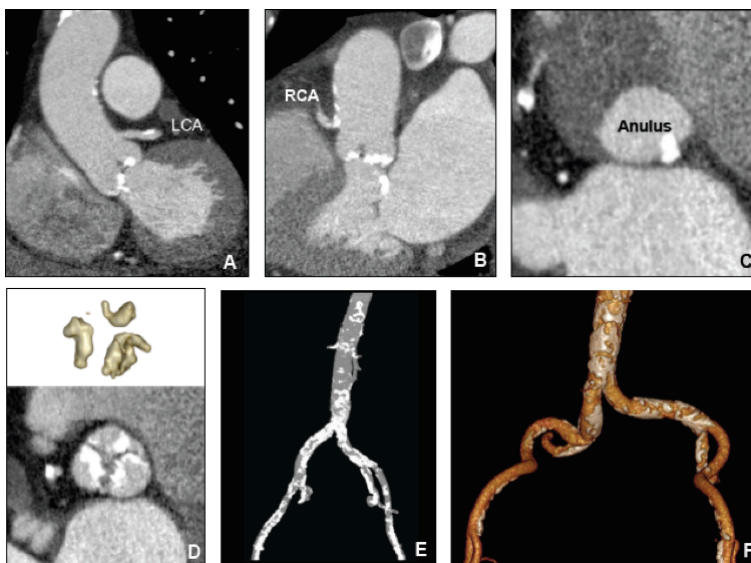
Cardio-CT und CT der Zugangsgefäße
